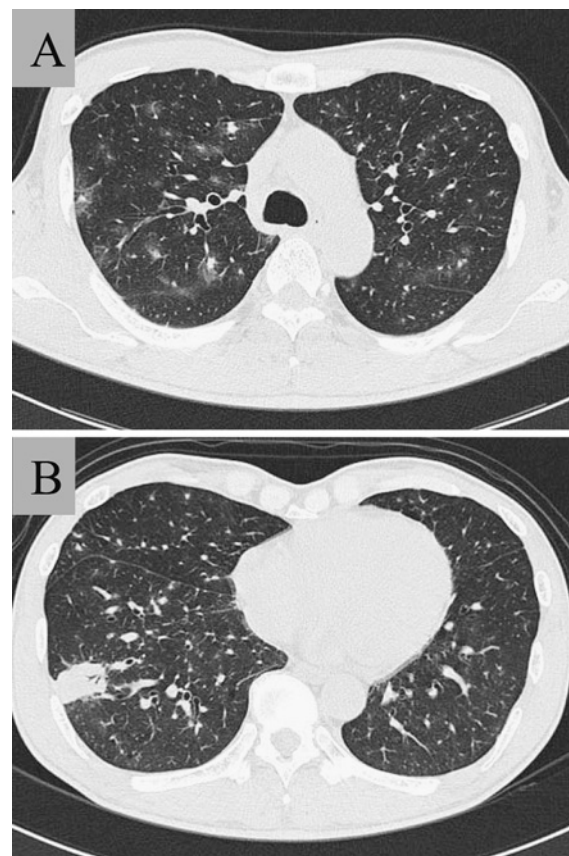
Chest CT scans showing patchy infiltration and small nodules in bilateral lungs, and a mass in the right lower lobe. A, Upper portion. B, Lower portion.
